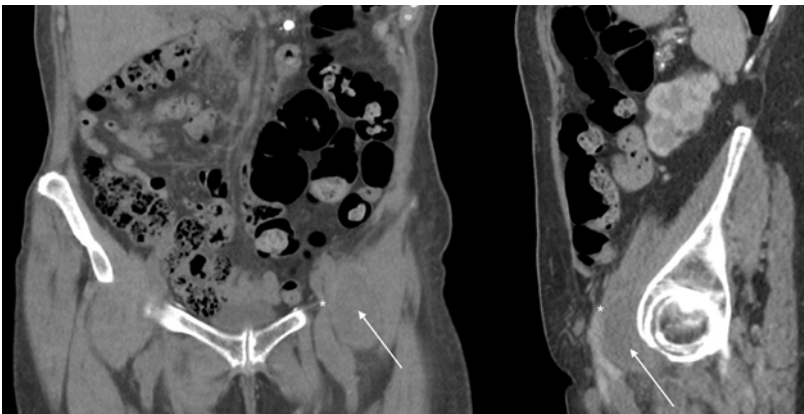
Computertomographische Aufnahme des Abdomens in der venöse Phasen; rechtes Bild Sagittalschnitt, linkes Bild Koronarschnitt. Raumforderung entlang des linken Musculus iliopsoas (Pfeil); direkte Verbindung mit dem Hüftgelenk. Kompression der Vena femoralis communis auf Höhe des Leistenbandes (*).
